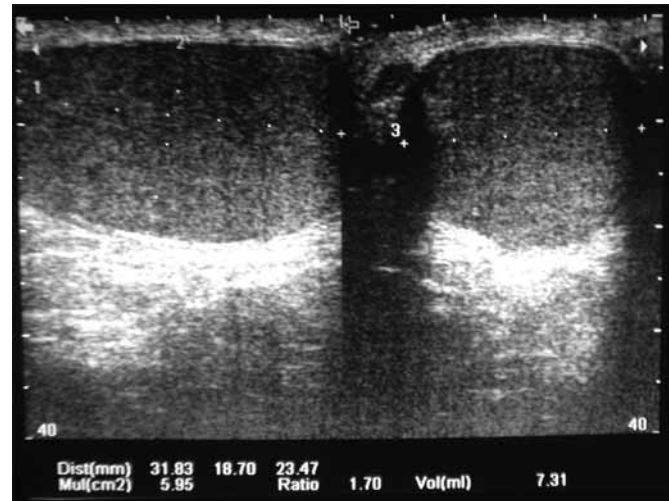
Ecografía testicular en la que se muestra el cálculo de las dimensiones en el testículo derecho, en sus ejes longitudinal, anteroposterior y transversal, respectivamente.
